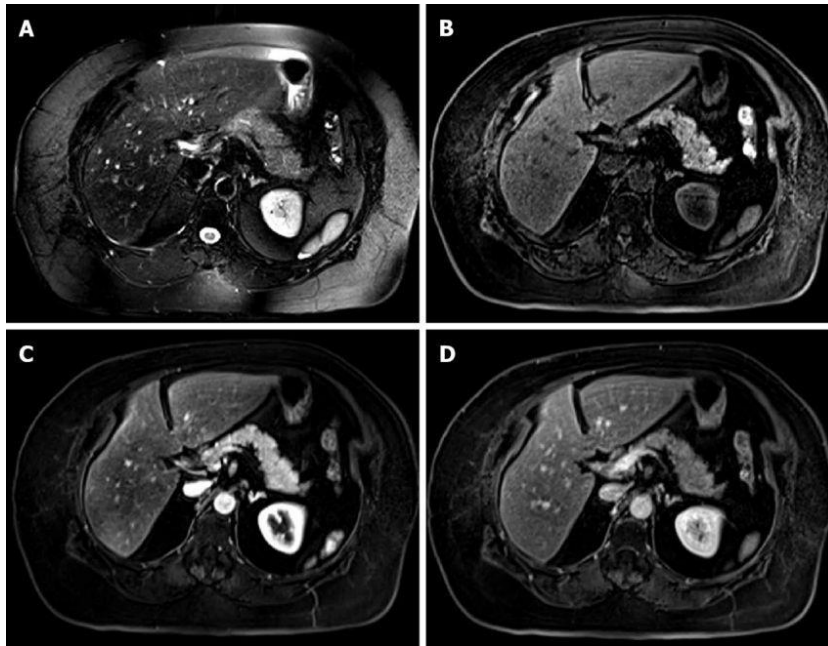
IRM normal du pancréas(104)
